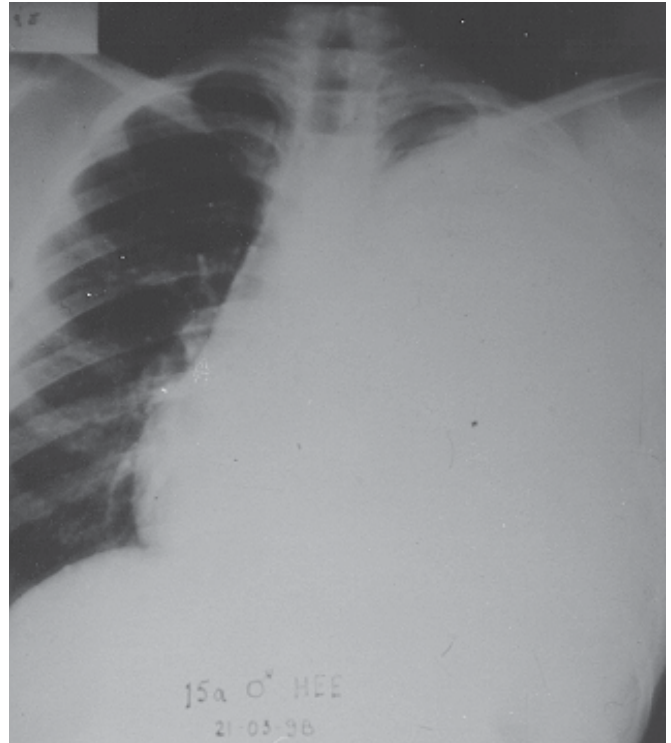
Caso 2. Radiografia de tórax mostrando derrame pleural maciço à esquerda.
